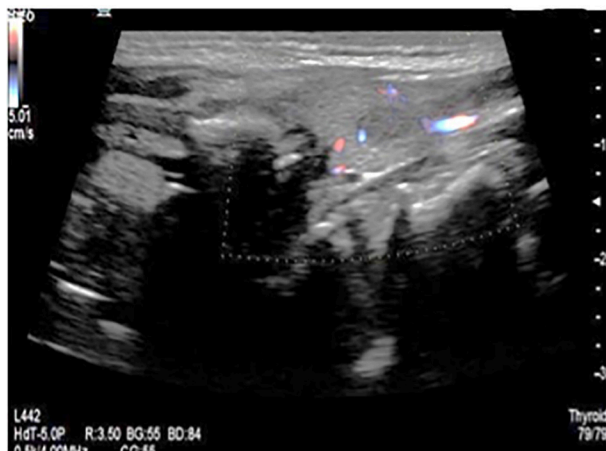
Ultrasonido tiroideo.
